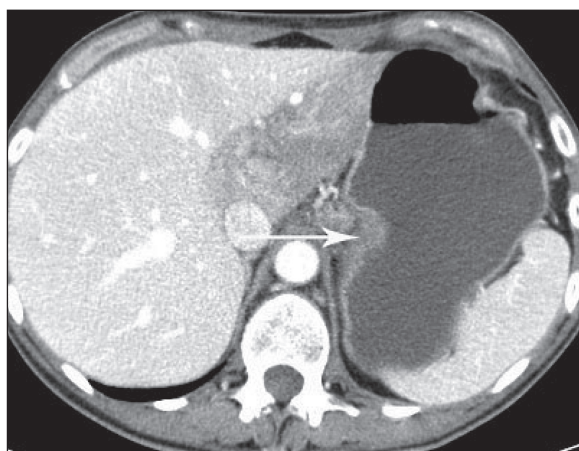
СКТ органов брюшной полости до лечения (клиническое наблюдение 2). Метастатическое поражение лимфатических узлов малой кривизны желудка (отмечено стрелкой)
